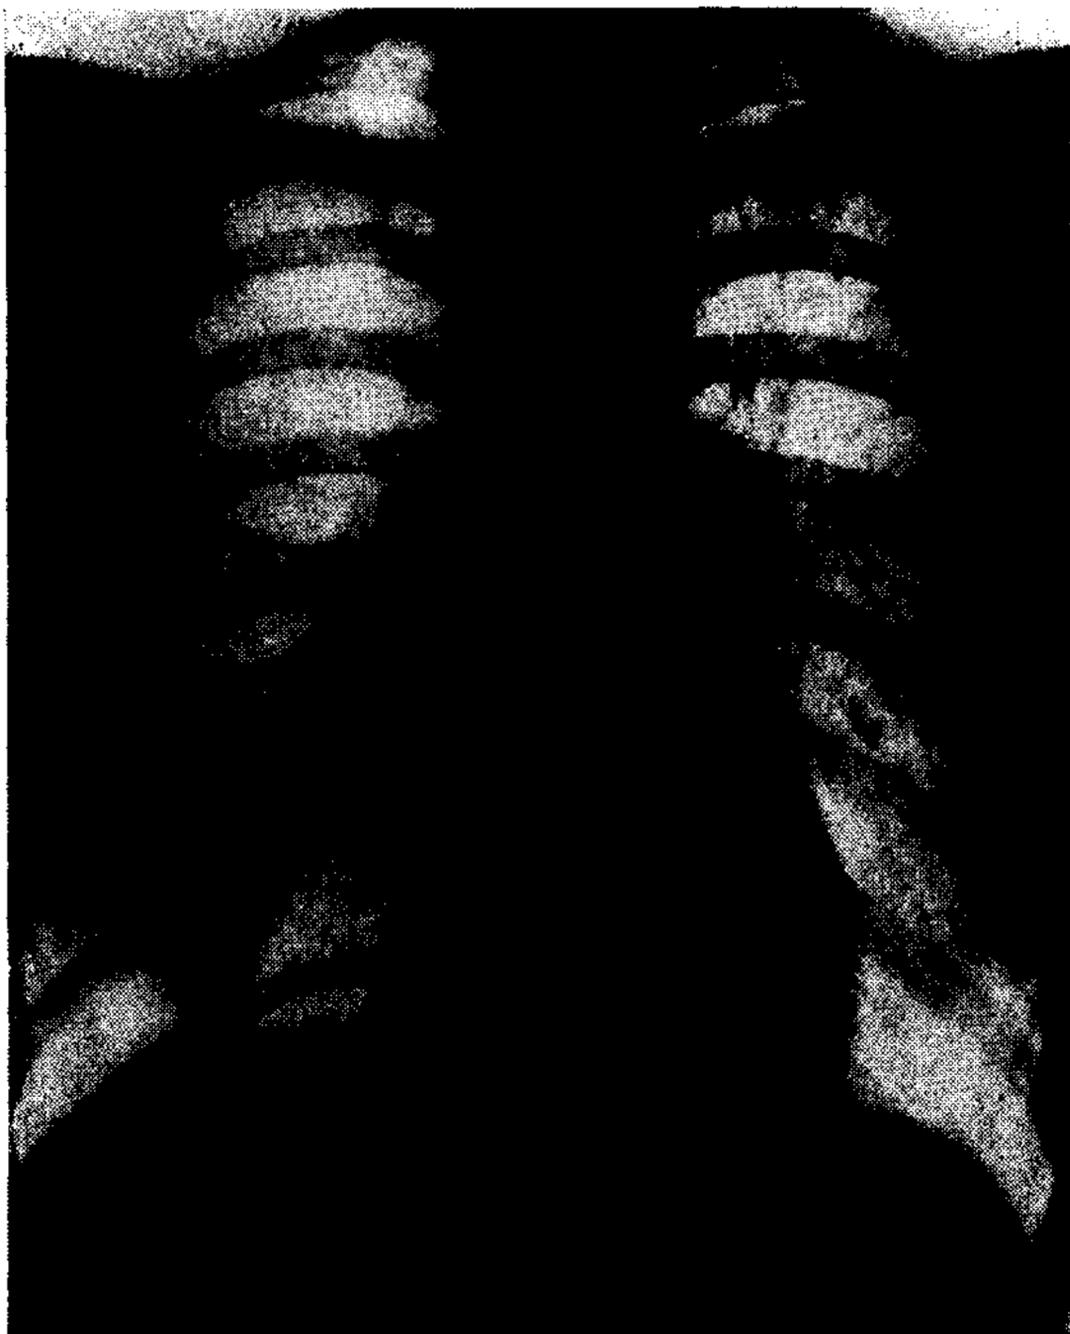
Telerradiografía simple de tórax.
